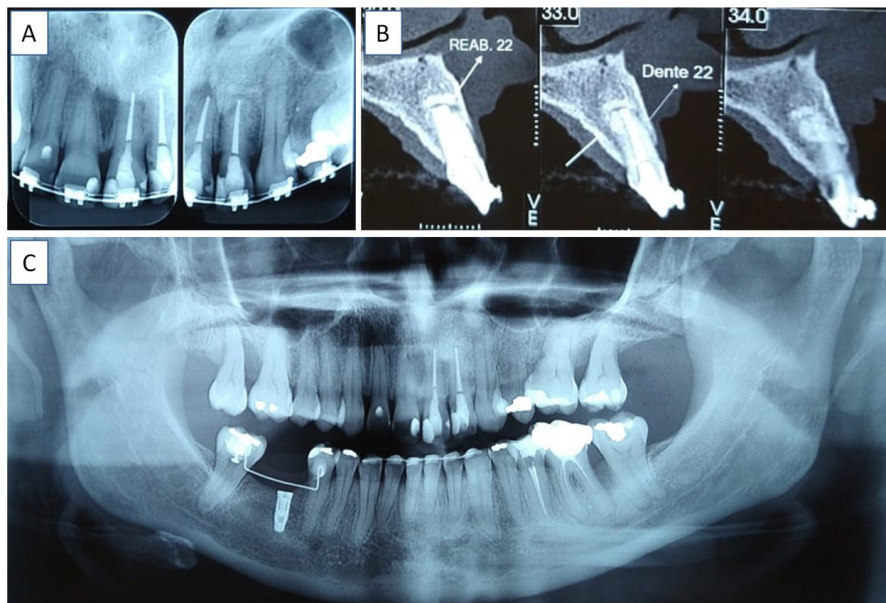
A) Acompanhamento de 6 anos mostrando a radiografia periapical com ausência da lesão. B) Cortes tomográficos mostrando o biomaterial ósseo integrado e boa remodelação óssea. C) Radiografia panorâmica do acompanhamento de 10 anos evidenciando um ótimo resultado do procedimento
